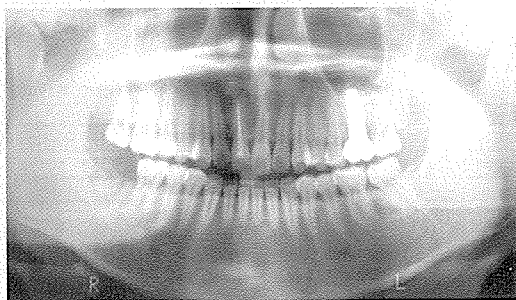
최종 보철물 장착 후의 방사선 소견
